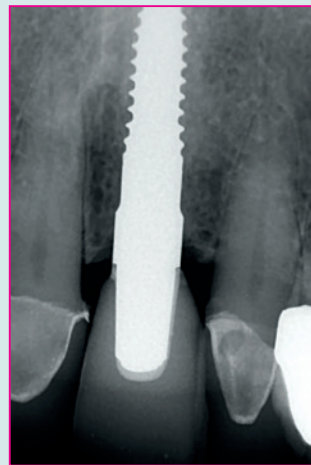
Kleinbildröntgen 21 – 103 Monate postoperativ.
